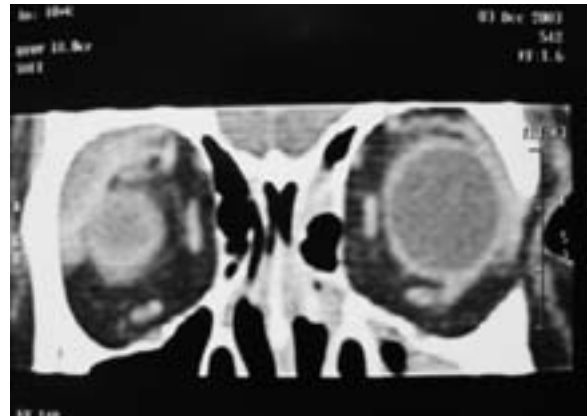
TDM du massif facial en coupe coronale : lésion du quadrant supéro-externe de l'orbite droite
